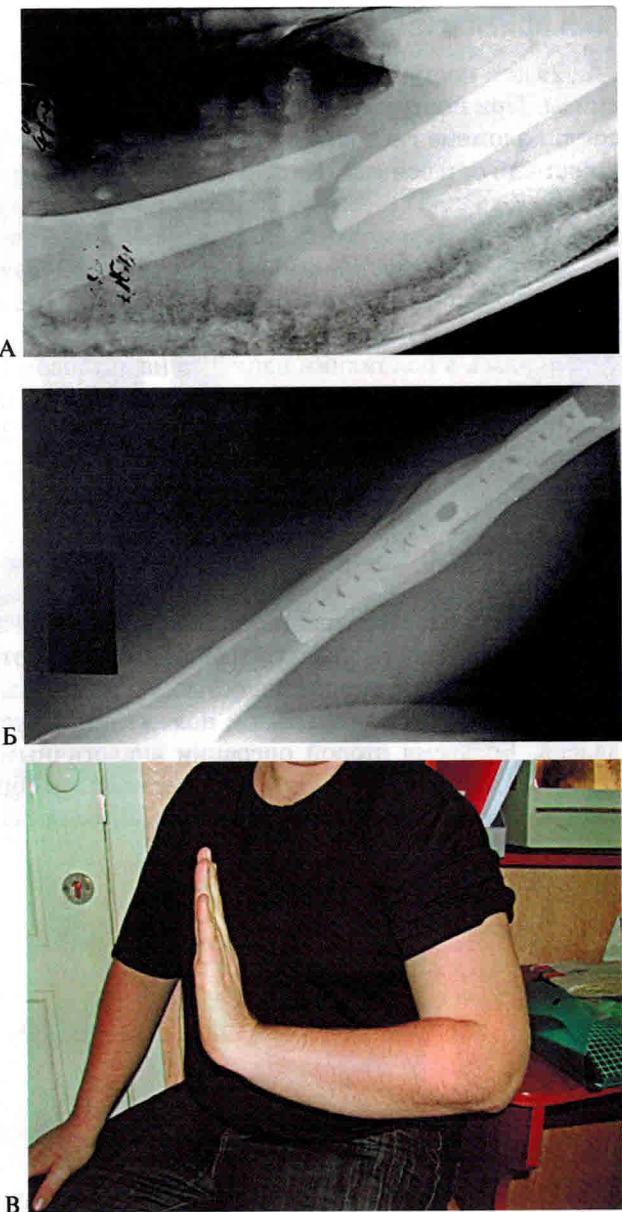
Фото и рентгенограммы больного А., 29 лет. А — после травмы; Б, В — через 15 мес после операции
